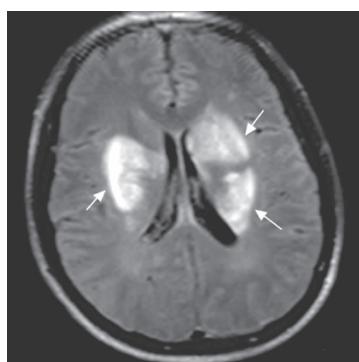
男, 21岁, 狼疮病程 5年, 此次因面部及前胸、后背部出现红色皮疹伴发热入院, 患者入院后 23 d 出现癫痫大发作, 颅脑 MRI 显示双侧基底节 FLAIR 斑片状高信号(箭头所示)
